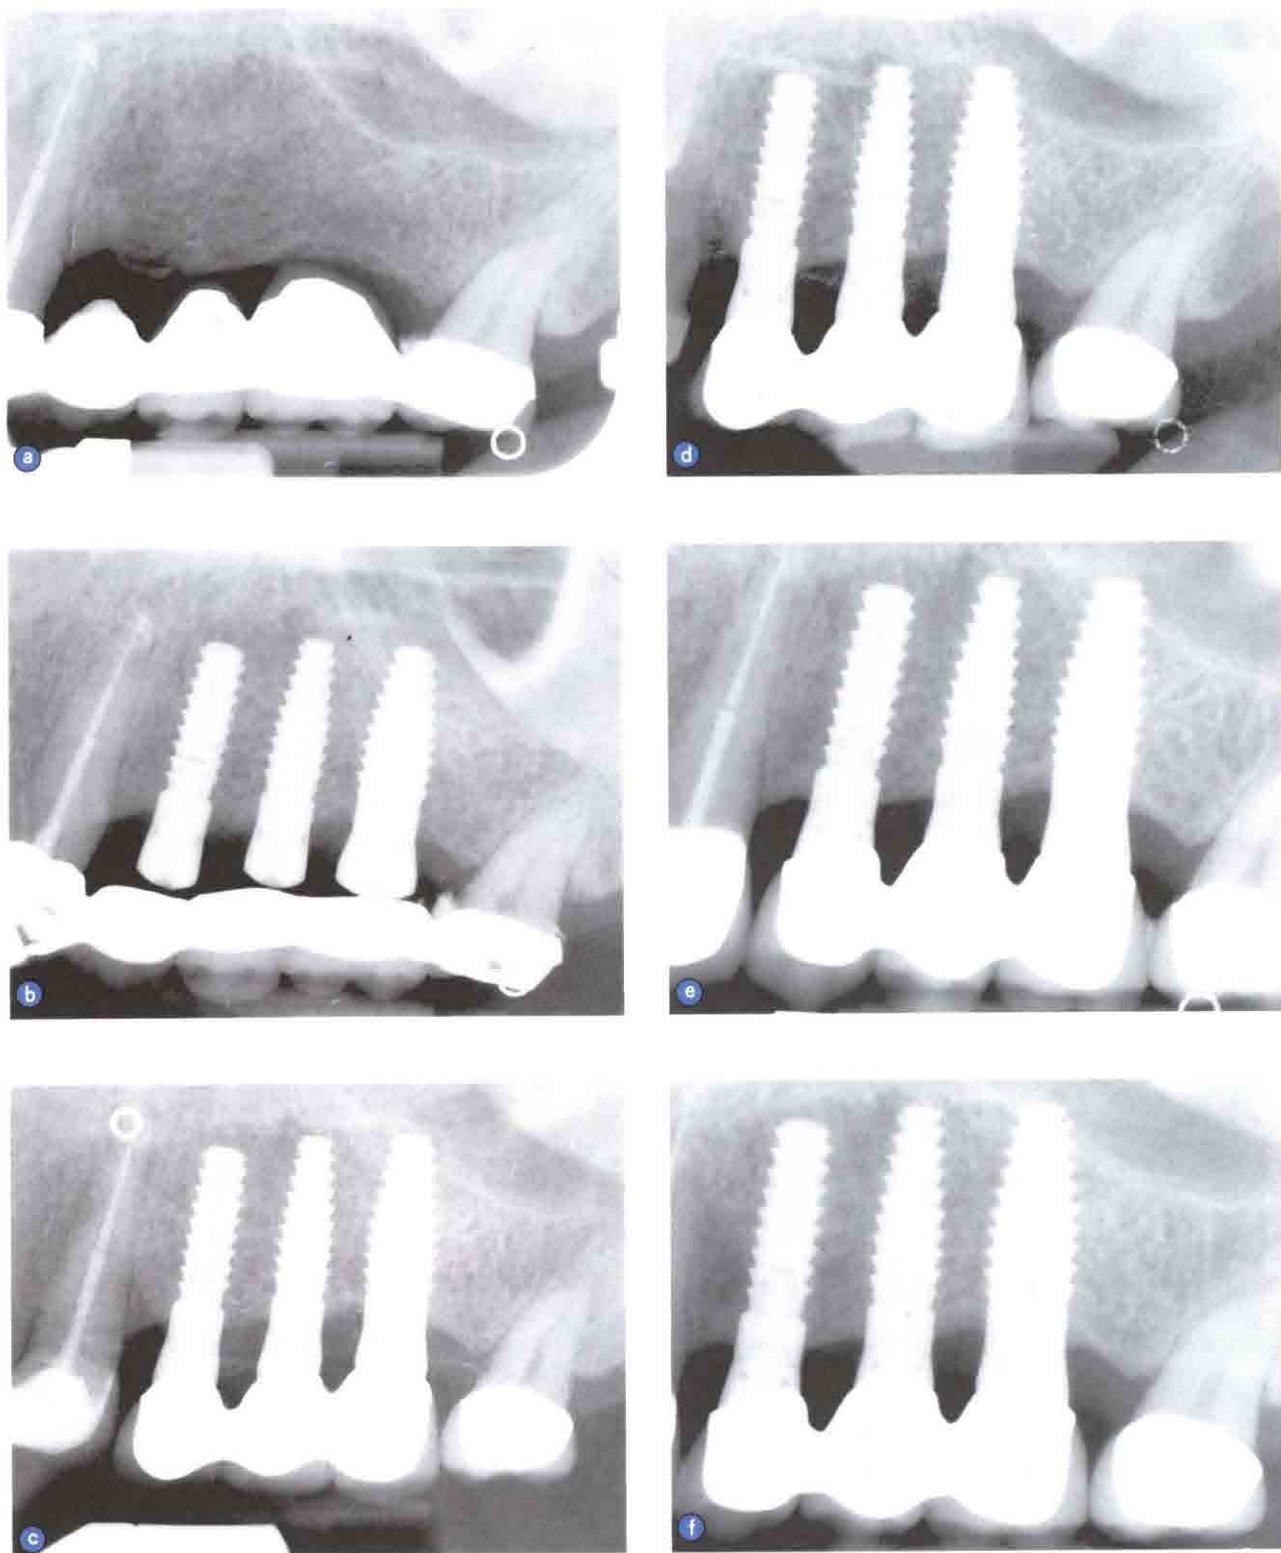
a. 左侧上颌后牙区失败的局部固定义齿修复的初始X线片, CT扫描显示4~5mm牙槽嵴宽度, 在放置种植体时需要应用牙槽嵴劈开术, b. 种植体放入3.5个月后放置愈合基台, c~f. 分别于修复后1年(c), 2年(d), 3年(e), 4年(f)拍摄数字化X线片显示牙槽嵴顶骨的稳定性
